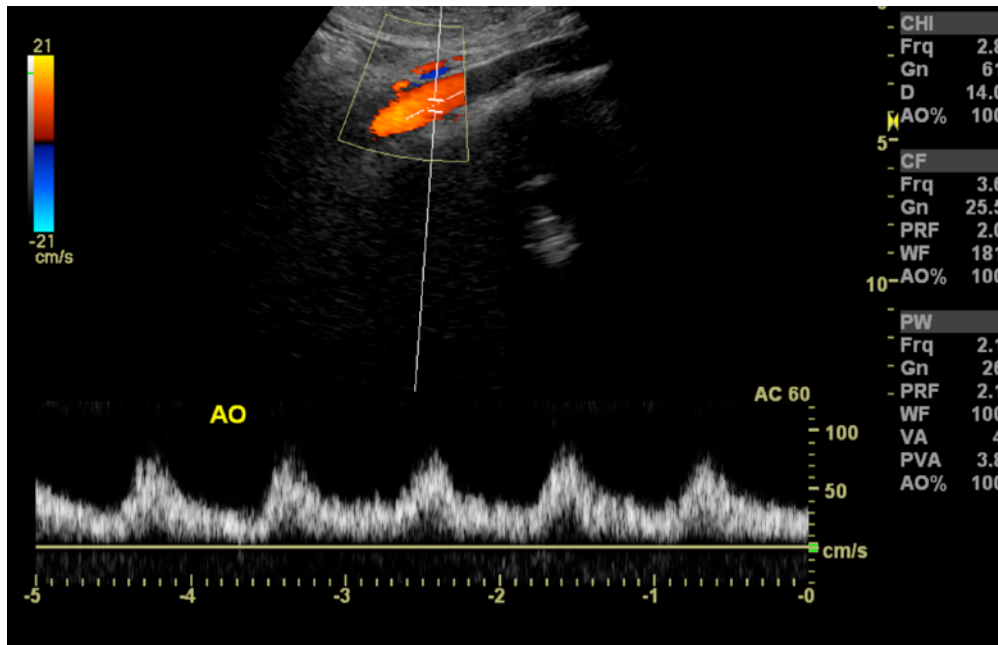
Doppler colorido e pulsado da artéria aorta abdominal
